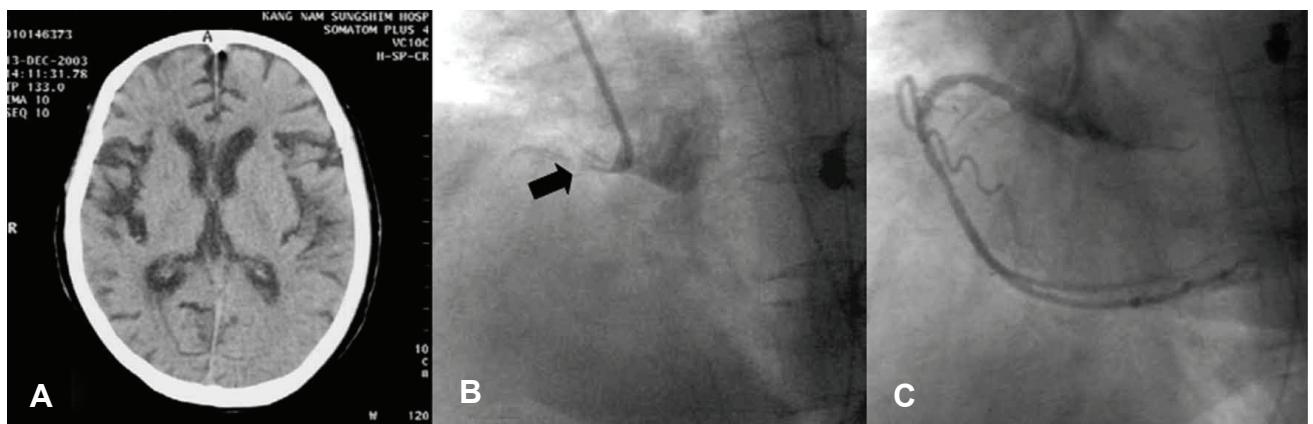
In case 1, baseline computed tomography showed no ischemic abnormality (A). Urgent coronary angiography demonstrated occlusion of the proximal (arrow) right coronary artery (B). Blood flow distal to the occlusion was recovered after coronary stenting (C).
